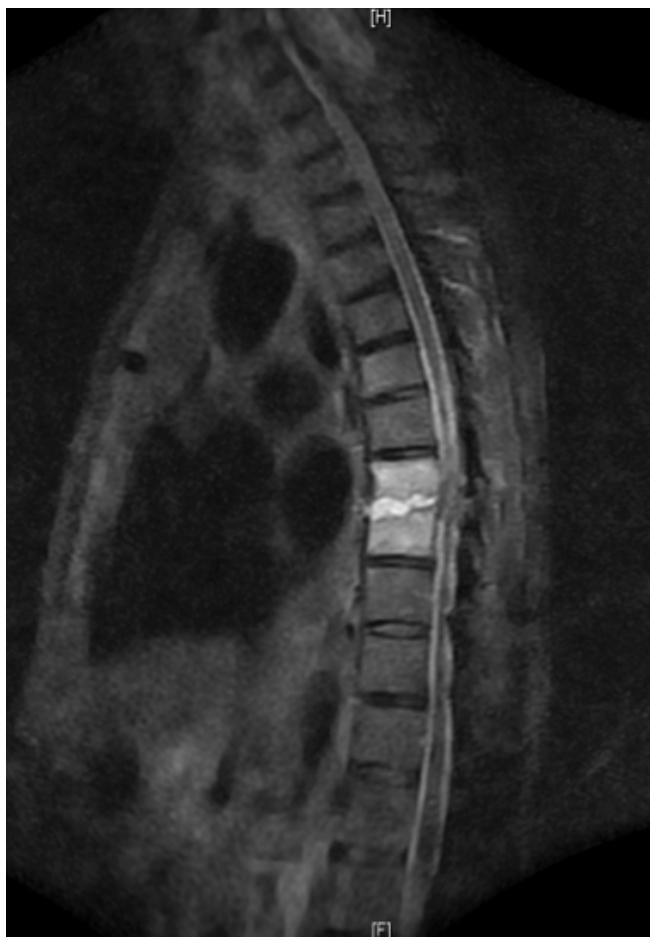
IRM T2 contrastada en la que se observa espondilositis a nivel de T7-T8 y mielitis compresiva con afectación al canal medular.
